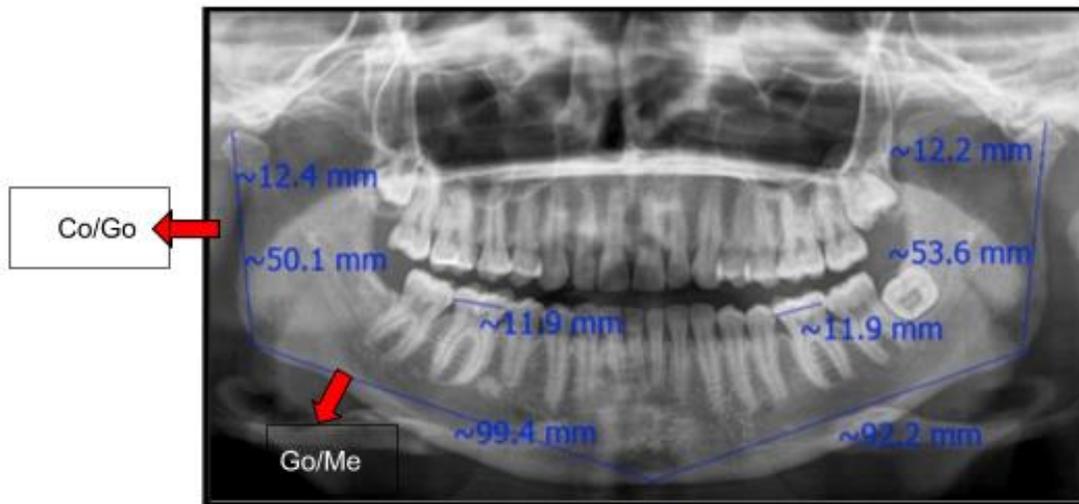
Imagen tomada del artículo THILANDER ANALYSIS IN FIVE HUNDRED (500) DIGITAL PANORAMIC X-RAYS: PREVALENCE ASYMMETRIES MANDIBULAR" 2014
